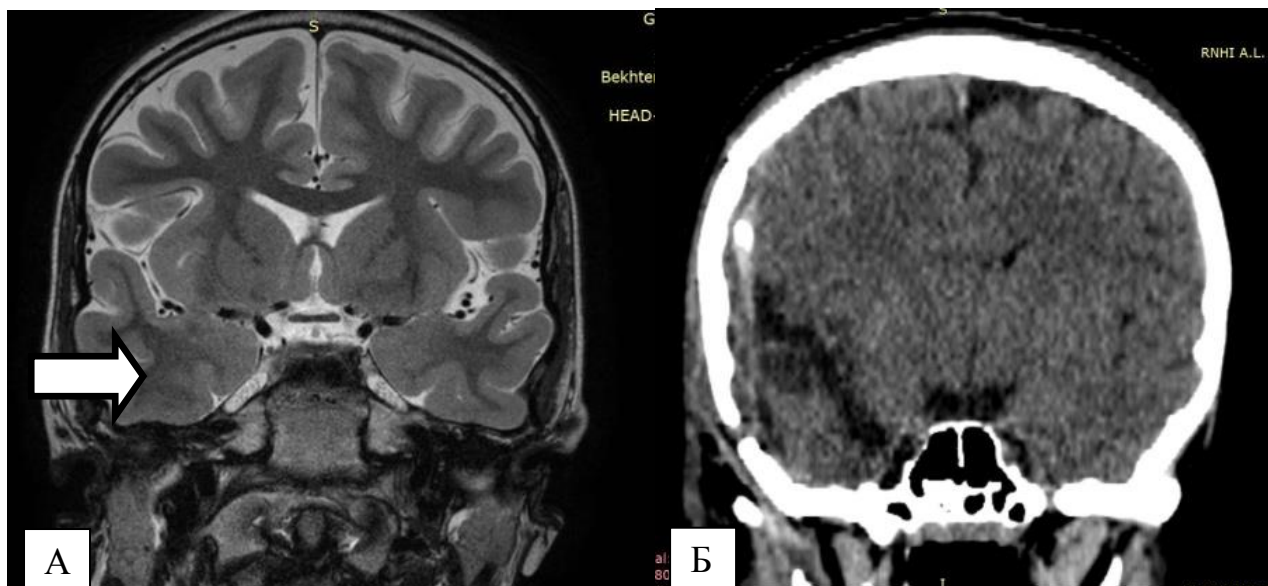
А. МРТ головного мозга (3 Тл, коронарный срез) пациентки Г-вой, 11 лет, история болезни №1612-2016, ФКД правой височной доли (стрелкой показано отсутствие четкой границы между серым и белым веществом, изменение толщины коры). Б. СКТ головного мозга (коронарный срез) той же пациентки после темпоротомии справа
